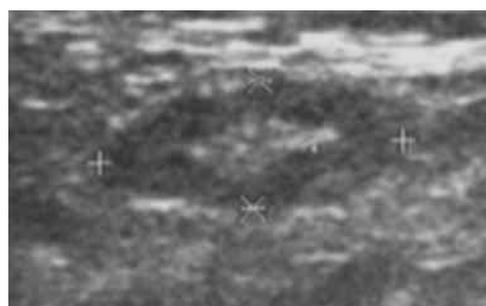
正常リンパ節(上)ならびに転移リンパ節(下)楕円形を呈し、内部にリンパ門を認める(上)。円形を呈し、内部に不均一なエコー像を認める(下)。
